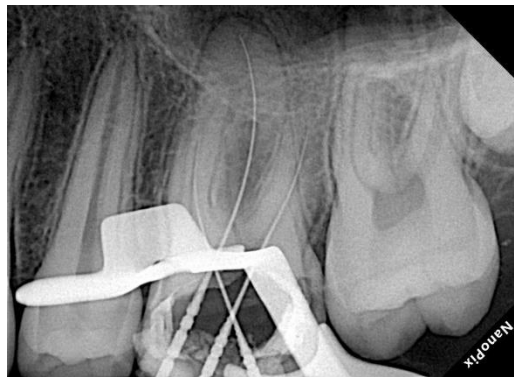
Radiografía de conductometría con lima k 15 en conducto Mesial a 19mm de longitud y en conducto Distal a 20mm de longitud
